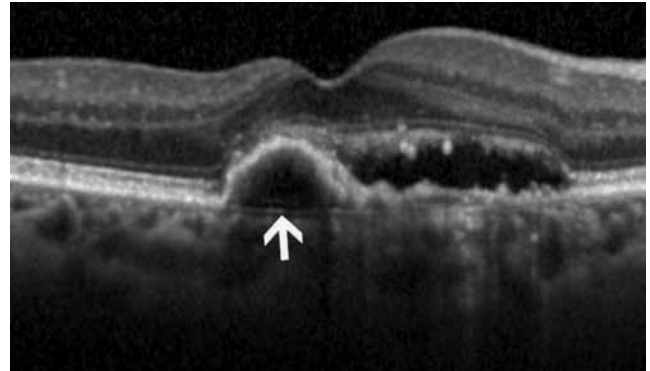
Koroid görüntülemeye beyaz üzerine siyah optik koherens tomografi görüntülerinin (A) siyah üzerine beyaz (B) ya da renkli (C) optik koherens tomografi görüntülere tercih edilmesi önerilir
